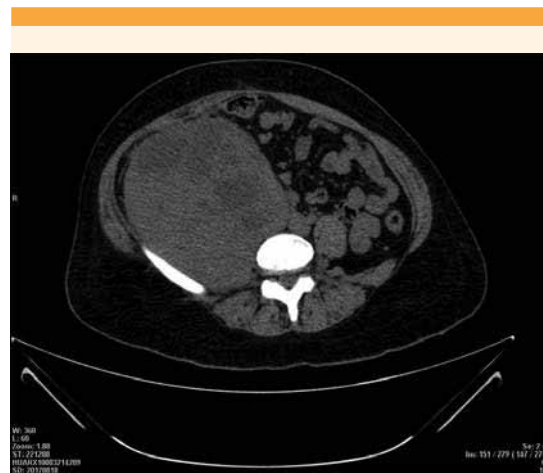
Resonancia que evidencia una masa de 16 x 13 x 17 cm, retroperitoneal, paravertebral derecha.
